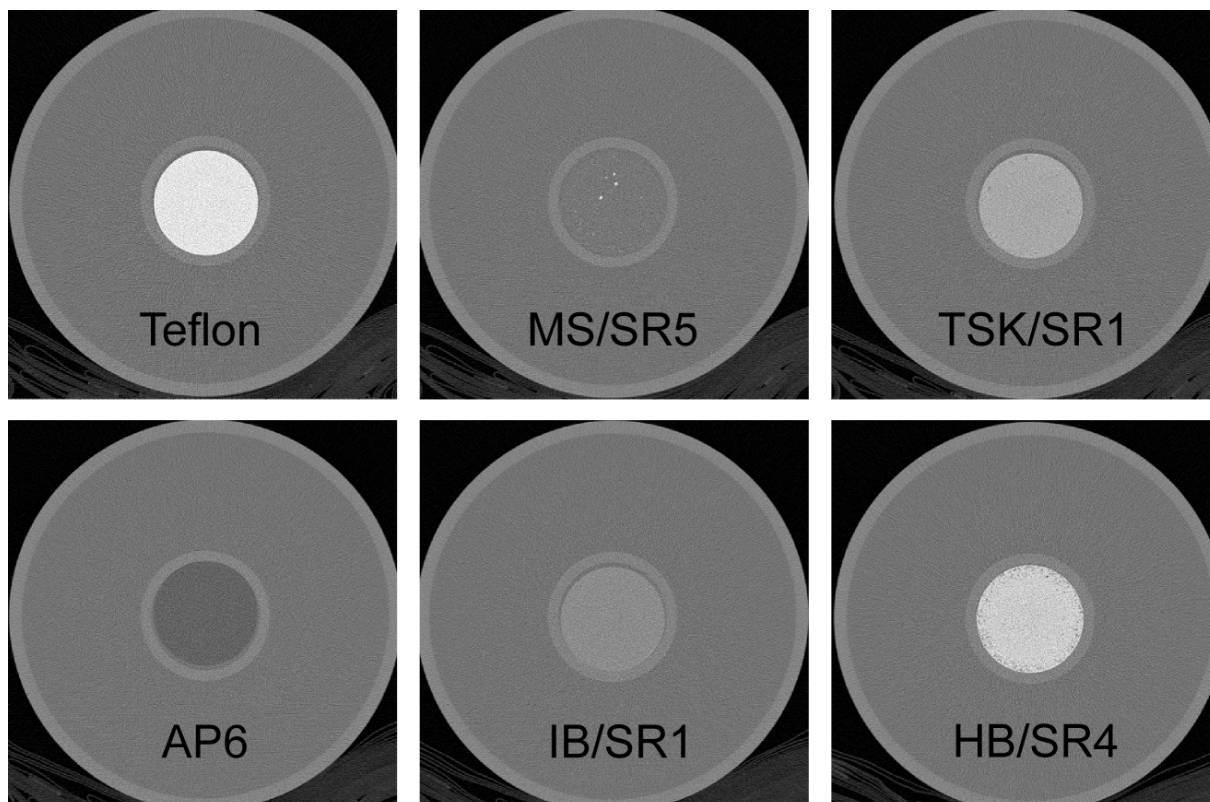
Transversale CT-Bilder der sechs Probenzylinder von oben nach unten
